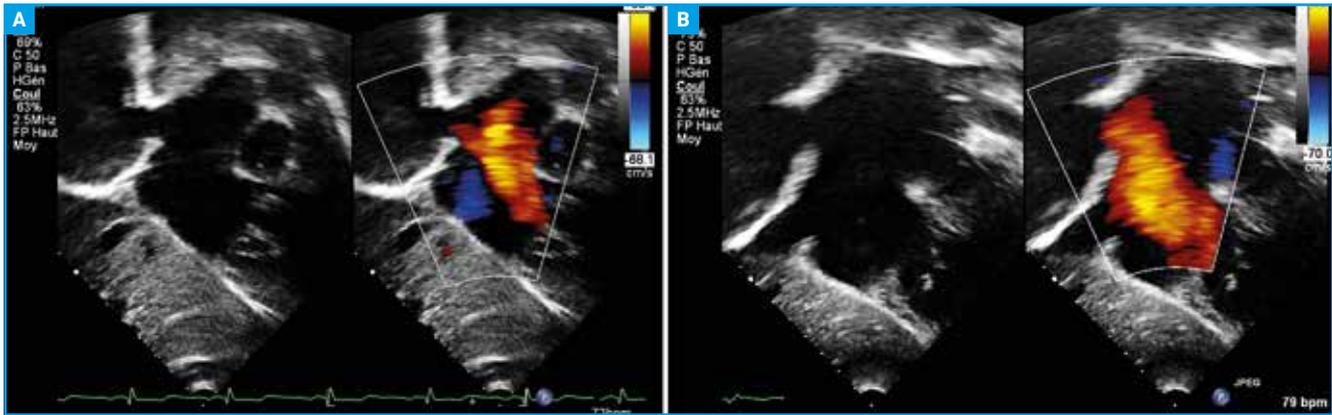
Recherche du rebord postéro-inférieur: coupe sous-costale petit axe, orientée vers la veine cave inférieure, échographie bidimensionnelle et Doppler couleur. A: rebord postéro-inférieur présent, le flux à travers la CIA est orienté vers l'avant; B: pas de rebord postéro-inférieur, le flux à travers la CIA "moule" la paroi postérieure de l'OD.
